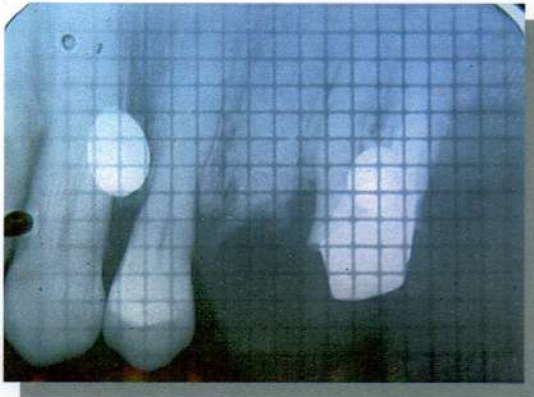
Caso clínico N° 31. Radiografía milimetrada post-operatoria inmediata.
